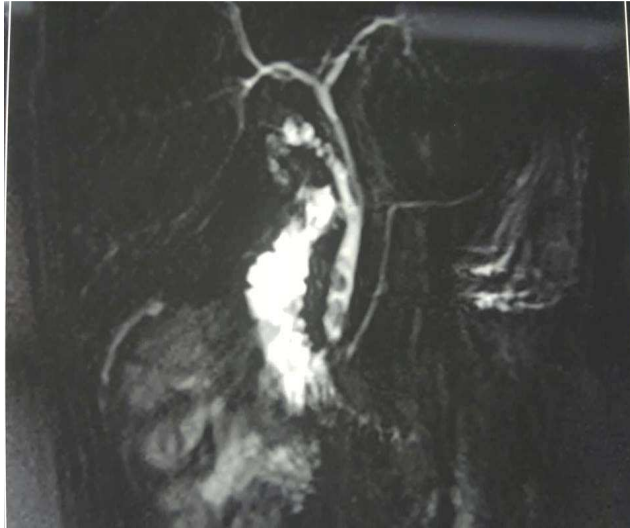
IRM montrant deux images lacunaires du bas cholédoque en rapport avec des calculs. (Service des EFD-HGE)
